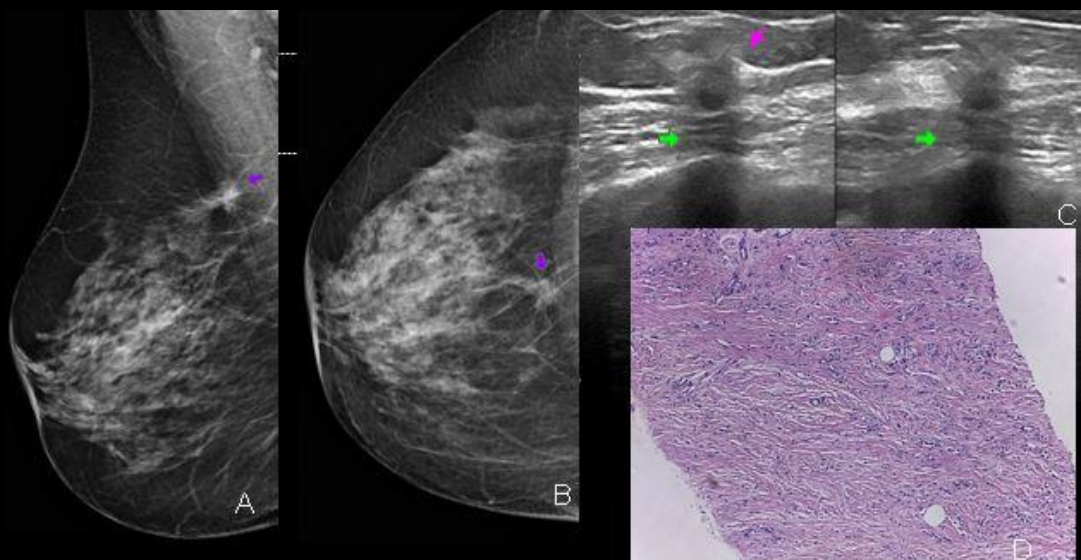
Paciente de 65 años con diagnóstico histológico de carcinoma lobulillar infiltrante. A y B) Mamografía MLO y CC. Nódulo irregular de márgenes espiculados retroareolar superior, planos profundos (flecha lila) de MD. C) Ecografía MD. Nódulo irregular de márgenes no circunscriptos (flecha rosa), con cono de atenuación posterior (flecha verde). D) Anatomía patológica de CLI.
